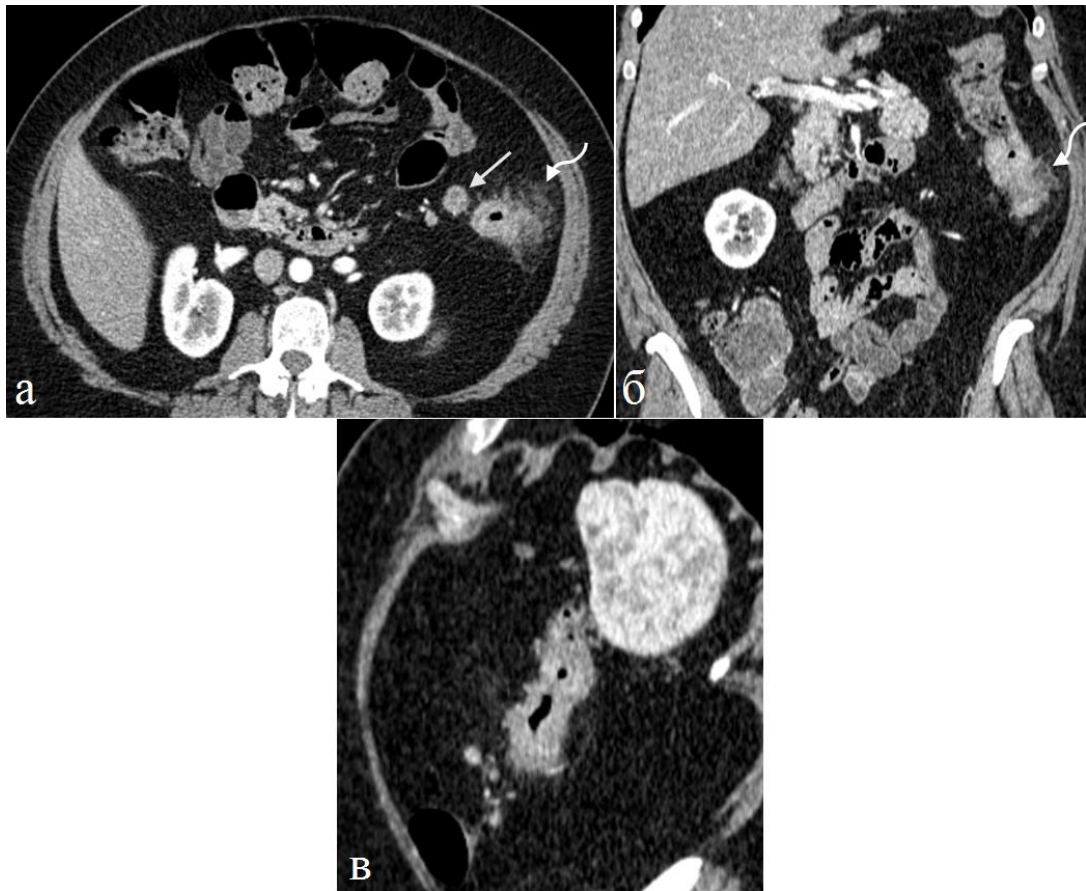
Больная 51 год. Рак нисходящей ободочной кишки. Артериальная фаза КУ. а) Аксиальная томограмма, б) фронтальная, в) сагиттальная реконструкции. Определяется циркулярное утолщение стенки и сужение просвета. При КУ опухоль неравномерно и повышено выражено контрастируется. В прилежащей части брыжейки видны увеличенные лимфатические узлы (прямая стрелка). В прилежащей жировой клетчатке десмопластическая реакция (изогнутые стрелки).
